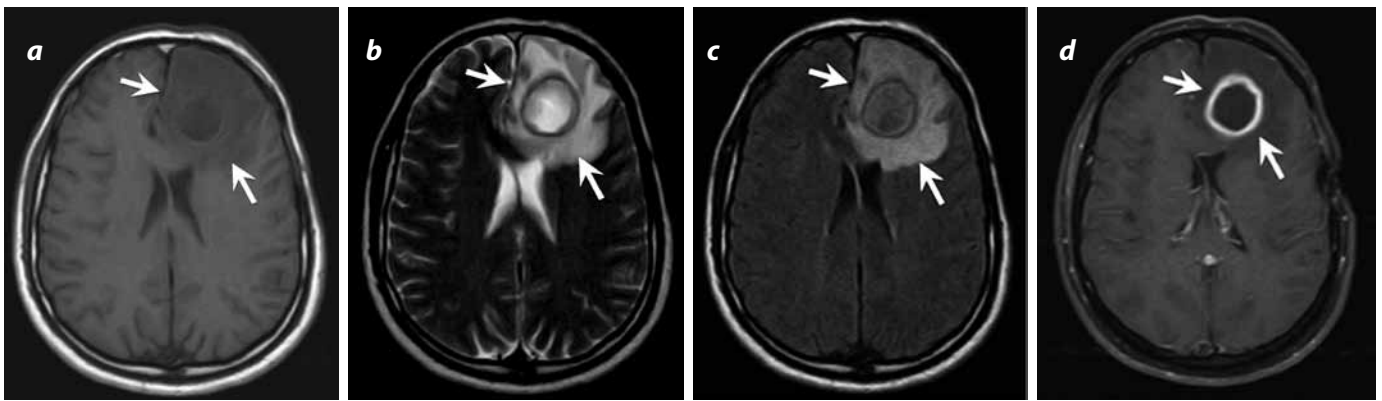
RM cerebral. Cortes axiales simples, imágenes potenciadas con información en T1 (a), en T2 (b) y FLAIR (c). El corte axial con información en T1, supresión grasa + gadolinio (d) evidencia realce periférico intenso.
